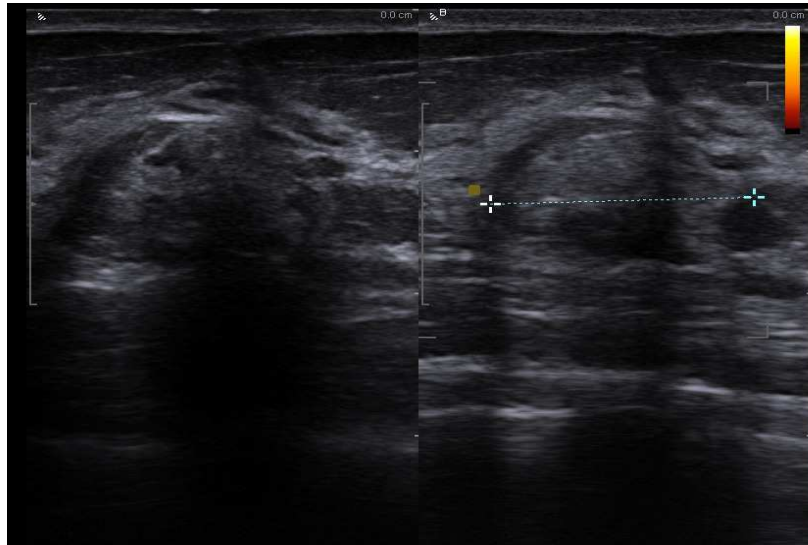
Typical sonographic image of hematoseromas under scar after quadrantectomy
